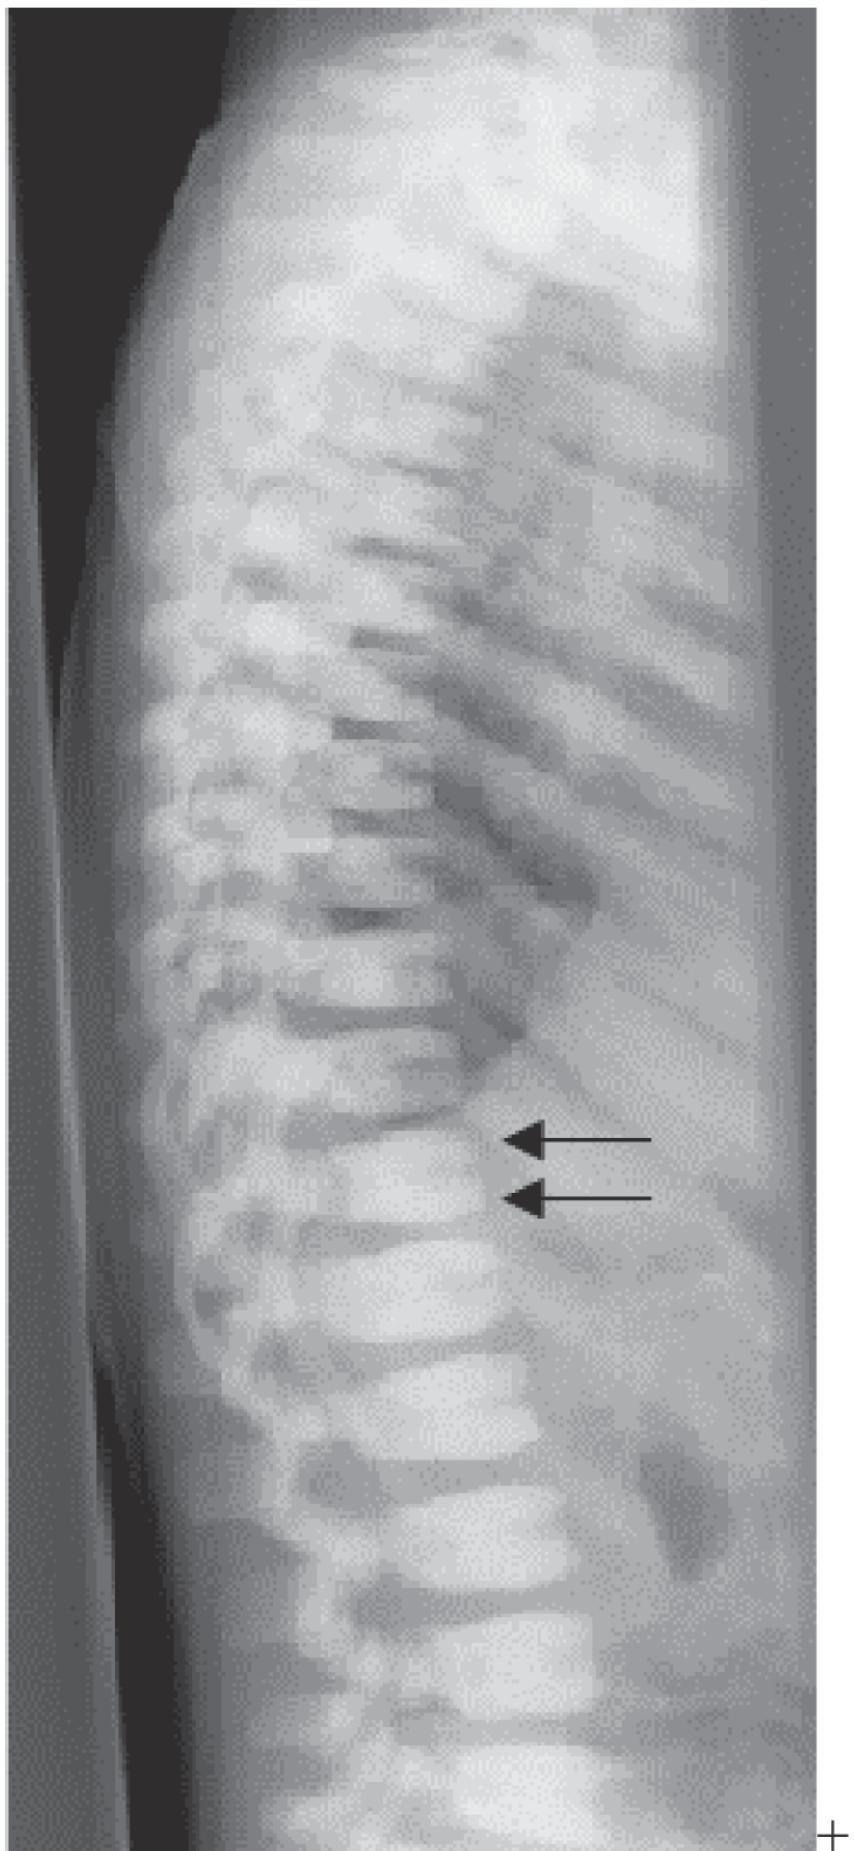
Рентгенограмма позвоночника.
